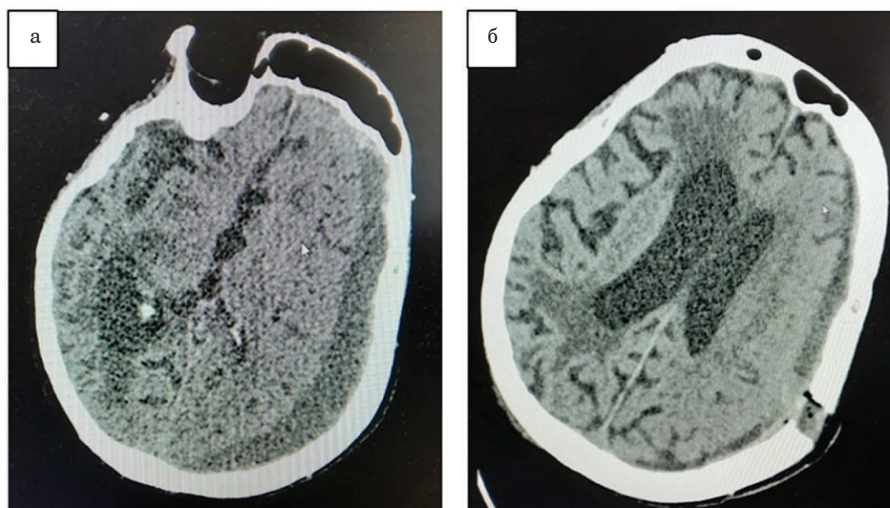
Компьютерная томография головного мозга: *а* – до операции; *б* – на 4-е сутки после операции
